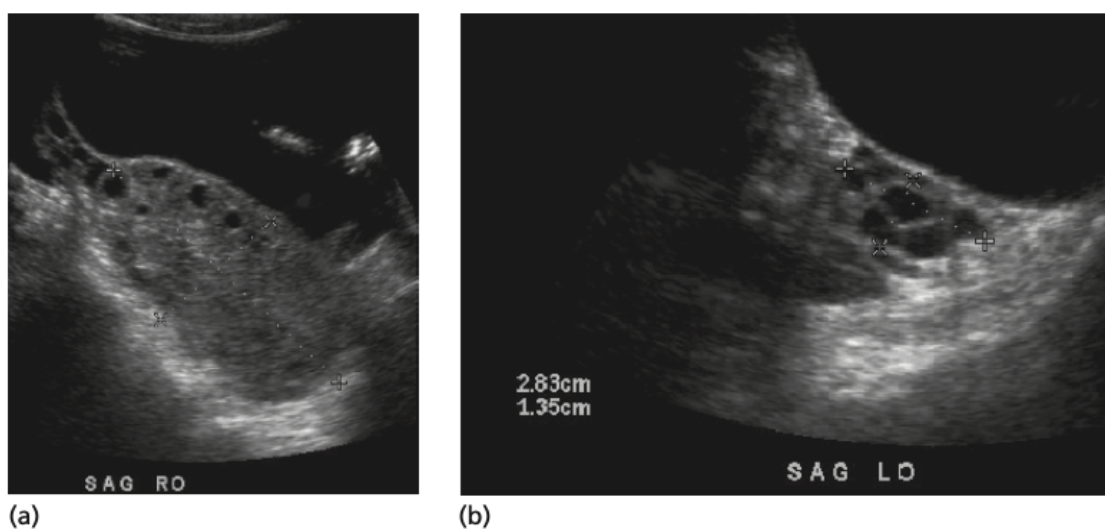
Torsione ovarica destra. (a) Ecografia dell'ovaio destro ingrandito in maniera asimmetrica di dimensioni pari a circa 8×4 cm. (b) ecografia dell'ovaio sinistro normale
